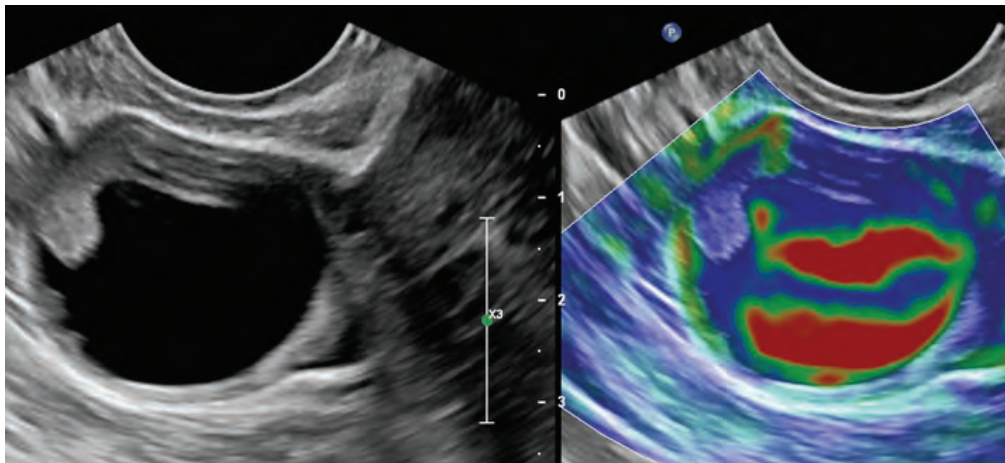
Ультразвуковая томограмма опухоли в режимах серошкальном и компрессионной эластографии
